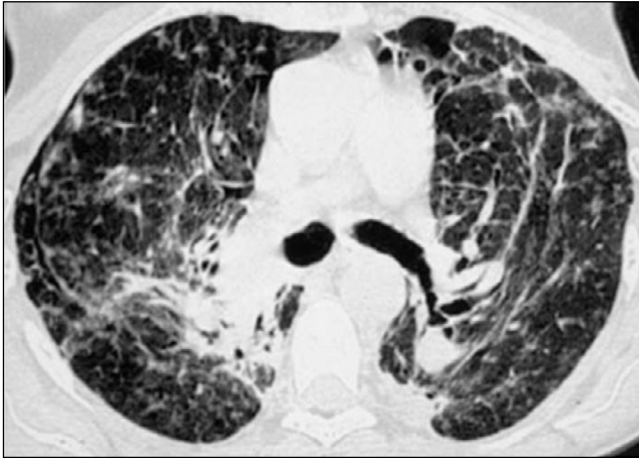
Tomografía axial computarizada de alta resolución (TCAR) de paciente diagnosticado de sarcoidosis estadio IV. Engrosamiento septal bilateral y pérdida de volumen pulmonar con distorsión de la arquitectura pulmonar.
